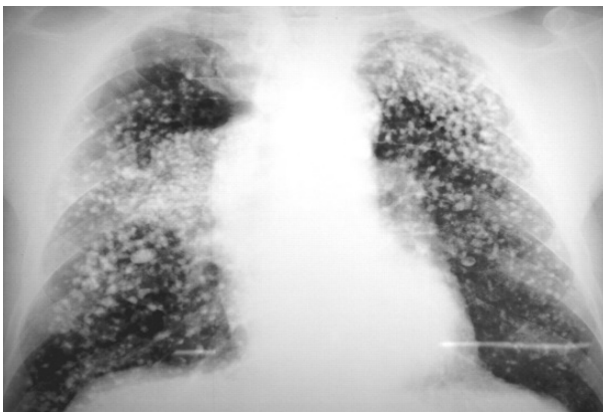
Станоз у 45-річного чоловіка. Рентгенограма ОГК показує множинні кальциновані легеневі вузлики, безладно розподілені по обох легенях.
